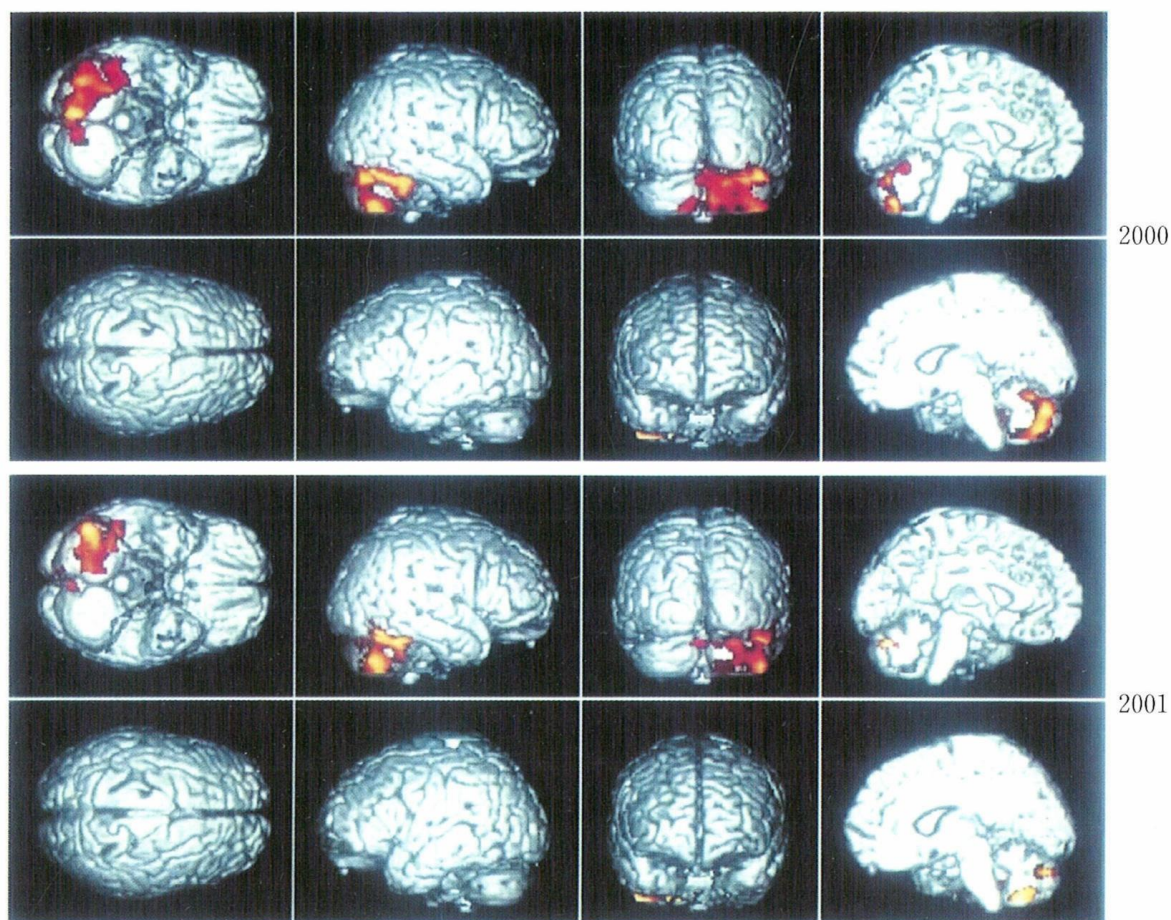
症例のSPECT画像のSPM解析によるrendering画像
